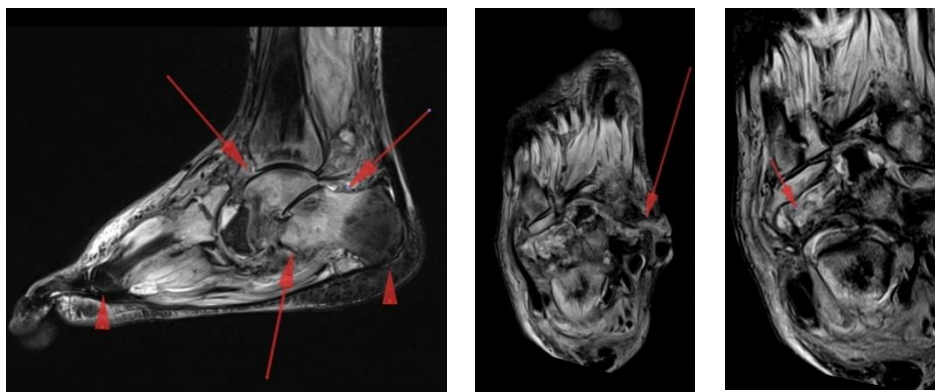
МРТ: а – диффузный отек костного мозга (стрелки);
